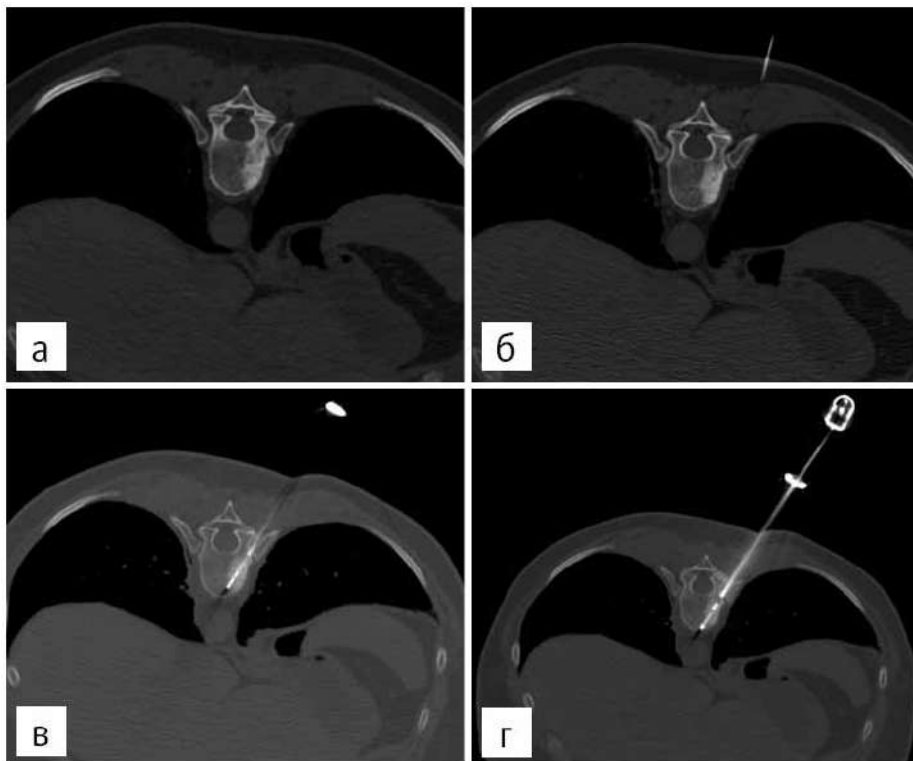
КТ сканы 11 грудного позвонка. Основные этапы доступа при криоабляции очага метастатического поражения: а — очаг деструкции в теле позвонка (предоперационное сканирование); б — индикаторная инъекционная игла в мягких тканях спины: отклонение линии доступа от расчетной директрисы на 5°; в — стилет с интродьюсером, установленный в зону поражения; г — конечная позиция криозонда после завершения доступа
